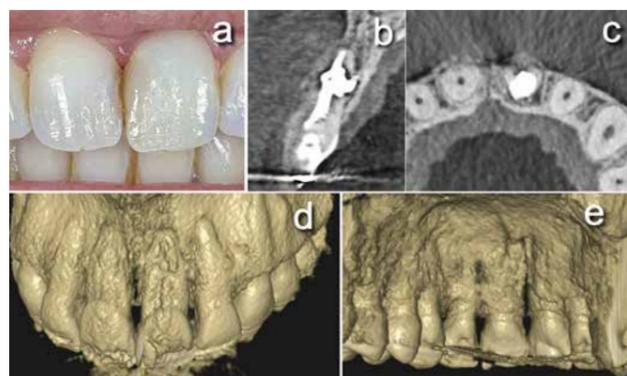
(a) Revisión clínica al año del diente 2.1, después de realizar el blanqueamiento interno. (b y c) Cortes sagital y axial del CBCT de control al año con sellado tridimensional de la reabsorción y del conducto principal, reparación ósea de la lesión periapical y de la cortical palatina del diente 2.1. (d y e) Reconstrucciones volumétricas en vestibular y palatino del diente 2.1 que representan la formación de nuevo hueso o Endohueso (término acuñado por el Dr. Borja Zabalegui).
